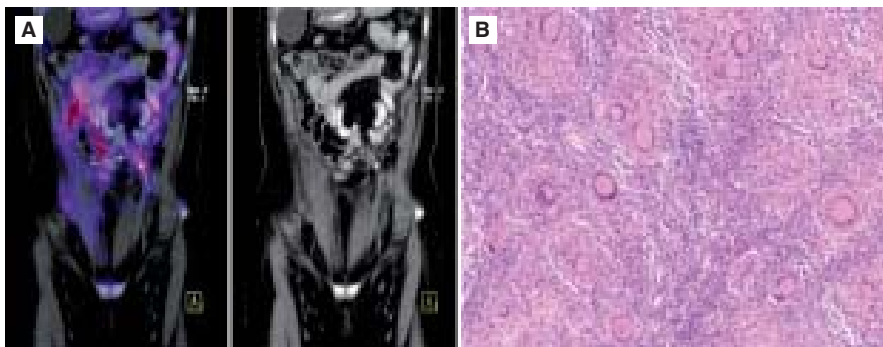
A. PET/CT que muestra la presencia de implantes peritoneales hipermetabólicos. B. Producto de resección de lesiones peritoneales con diagnóstico patológico de tuberculosis peritoneal, se aprecian los granulomas característicos de la tuberculosis.
